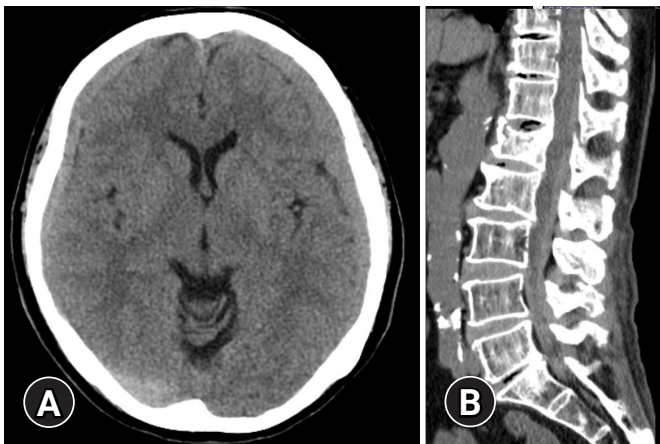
(A) Brain computed tomography and (B) lumbar-spine computed tomography 3 weeks before the patient's visit to our hospital.
